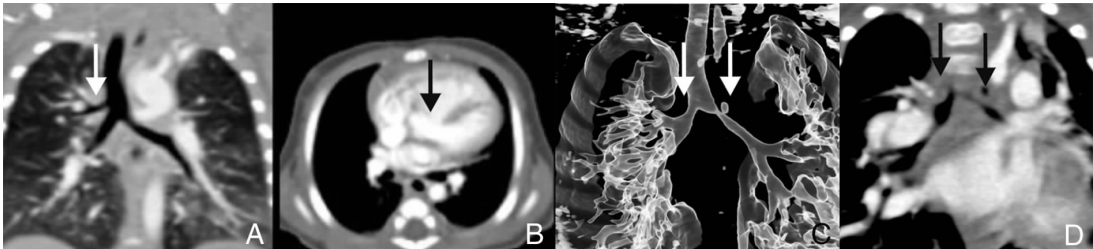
先心病并支气管发育异常患儿的 CT 检查结果 图 A、B 为一 1 岁男孩,支气管开口异常为 I 型。图 A 为 MPR 重建图,显形示右肺上叶支气管起源于气管下段右侧壁(箭头所示),图 B 示室间隔缺损(箭头所示)。图 C、D 为一 1 岁男孩,MPR(图 C)及 MinIP 重建图形(图 D)分别示双侧支气管狭窄(箭头所示)。
